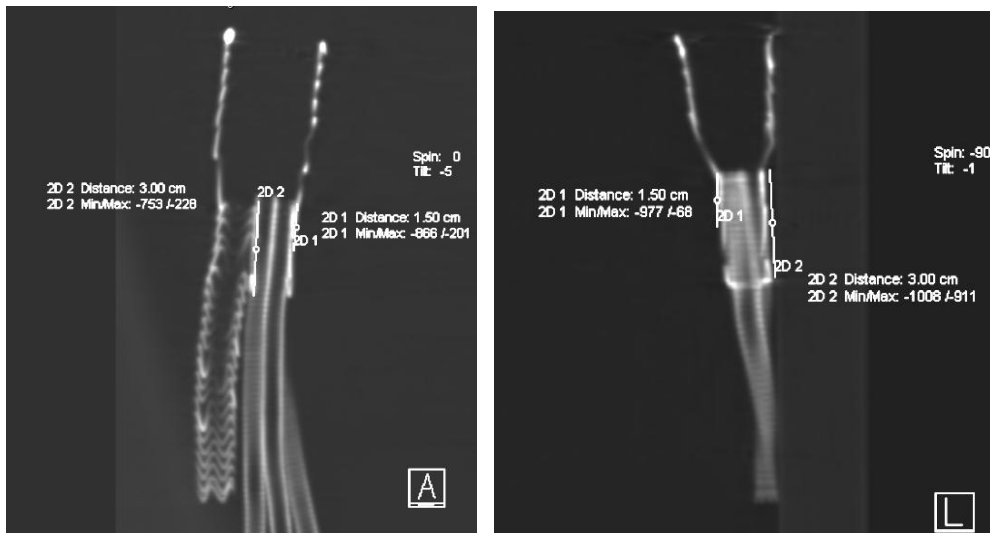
TOMOGRAFIA COMPUTADORIZADA COM EXEMPLOS DE MEDIDA DA EXTENSÃO DA “PERNA” CURTA DA ENDOPRÓTESE BIFURCADA E DO LOCAL ESCOLHIDO PARA ANÁLISE DO CORTE AXIAL
